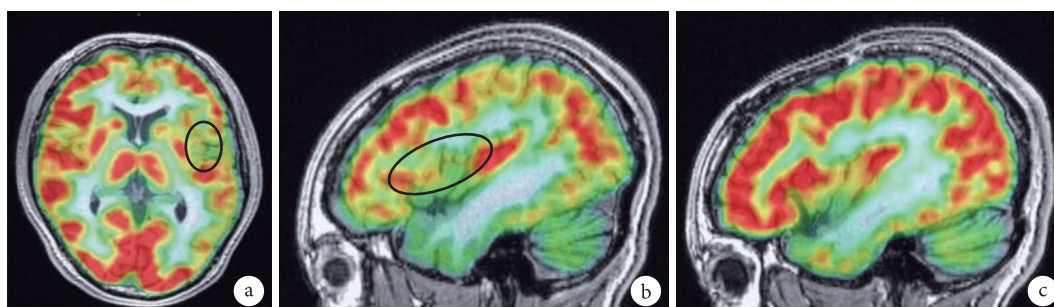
PET-MRI 左侧岛叶后部及额顶盖多小脑回局限性低代谢
